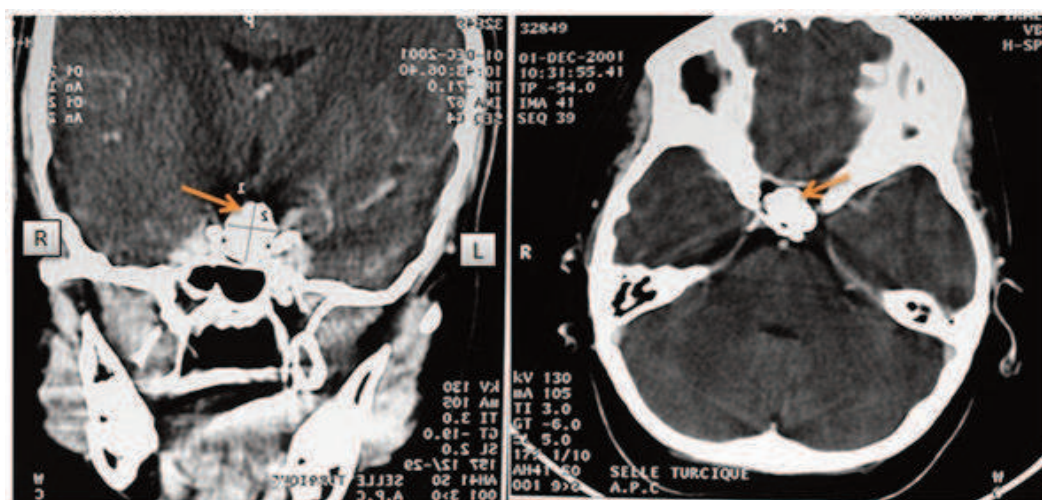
TDM cérébrale objectivant une masse de 45x11mm, intra et supra sellaire, de densité calcique. Le planché sellaire est déprimé à gauche mais intact.
